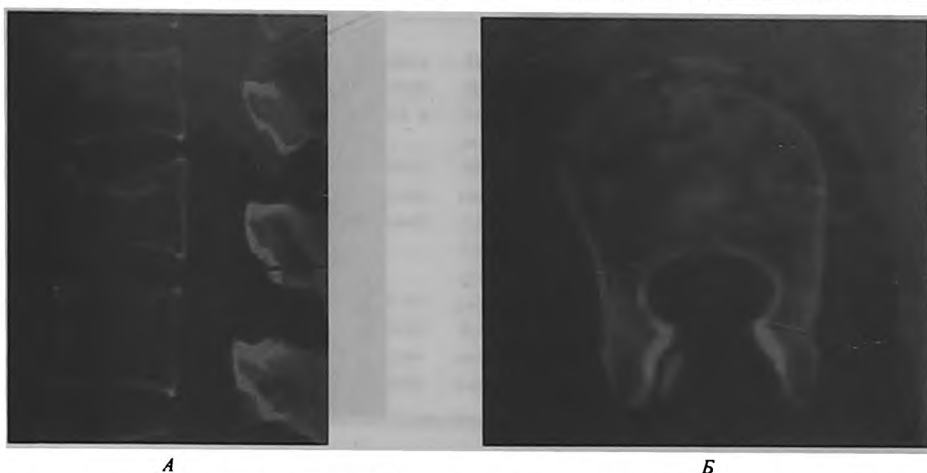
компьютерная томограмма L1 позвонка пациентки К. до оперативного лечения.
